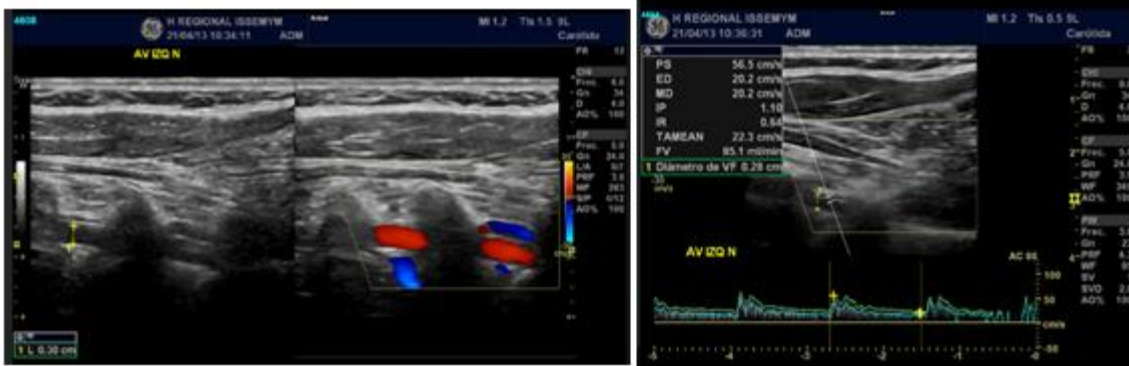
Muestra doppler color y doppler espectral de AV izquierda posición neutra.
